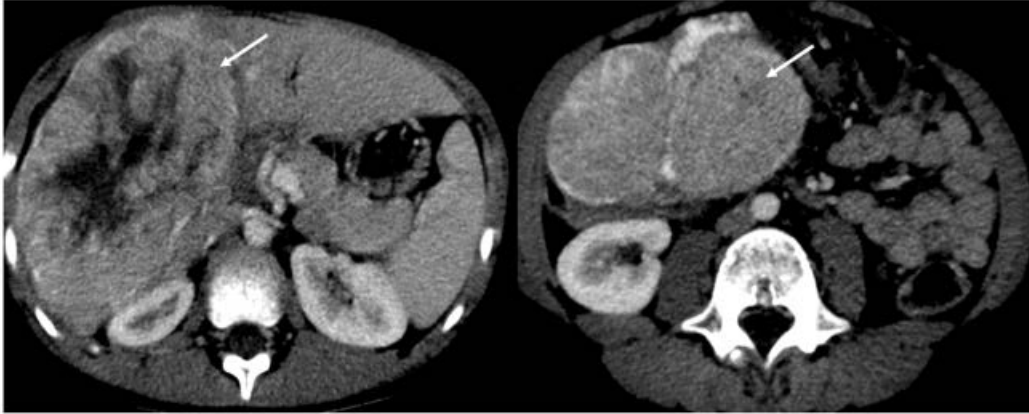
^a- Tomografía computarizada con contraste endovenoso, corte axial, donde se observa una imagen hiperdensa, bordes irregulares, márgenes mal definidas, con necrosis en su interior, ocupa casi la totalidad del lóbulo derecho del hígado, comprime riñón derecho a la izquierda y a la derecha se observa dos imágenes hiperdensas, miden 71 y 58 mm, en íntimo contacto con la descrita anteriormente.
